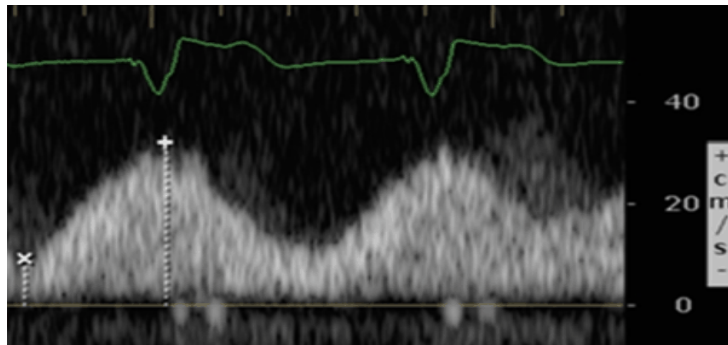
Una anomalía grave de la vena porta en el Doppler pulsado tiene un índice de pulsatilidad \geq al 50%.
